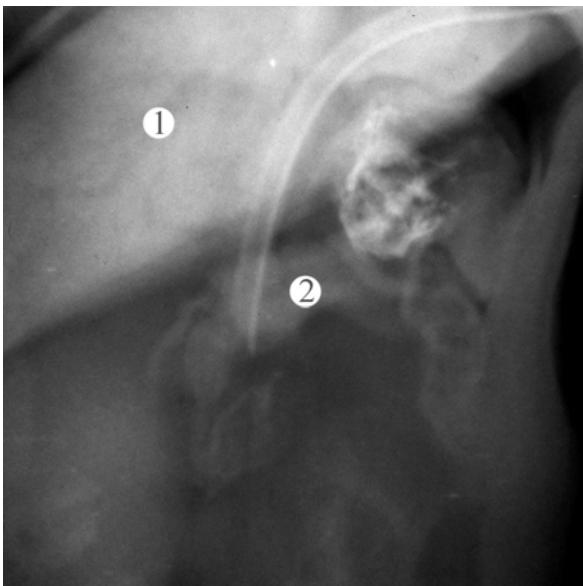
Рентгенограма органів черевної порожнини плода 220,0 мм ТПД. Фоторентгенограма. 3б. 2,2х: 1 – тінь печінки; 2 – тінь верхньої частини дванадцятипалої кишки
